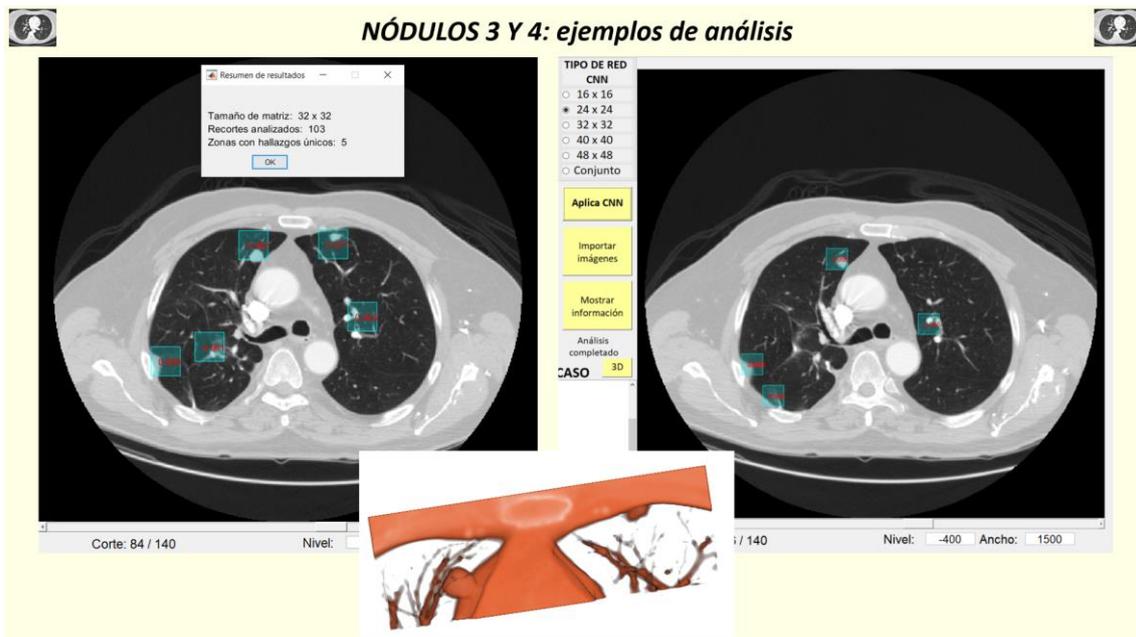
Casos TC de tórax. Caso 7: ejemplos de análisis de los nódulos 3 y 4
